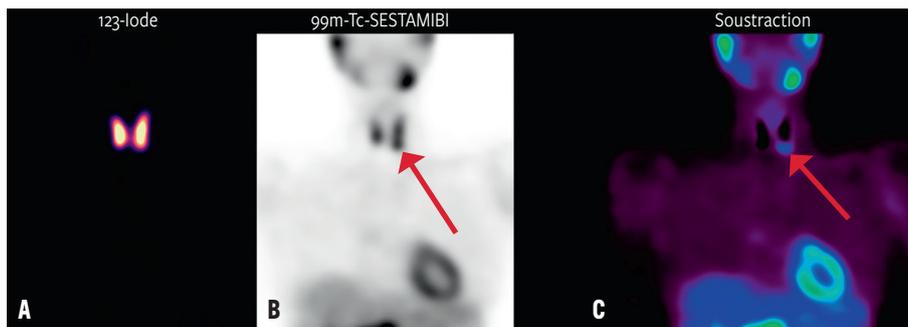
Scintigraphie, SPECT/CT
